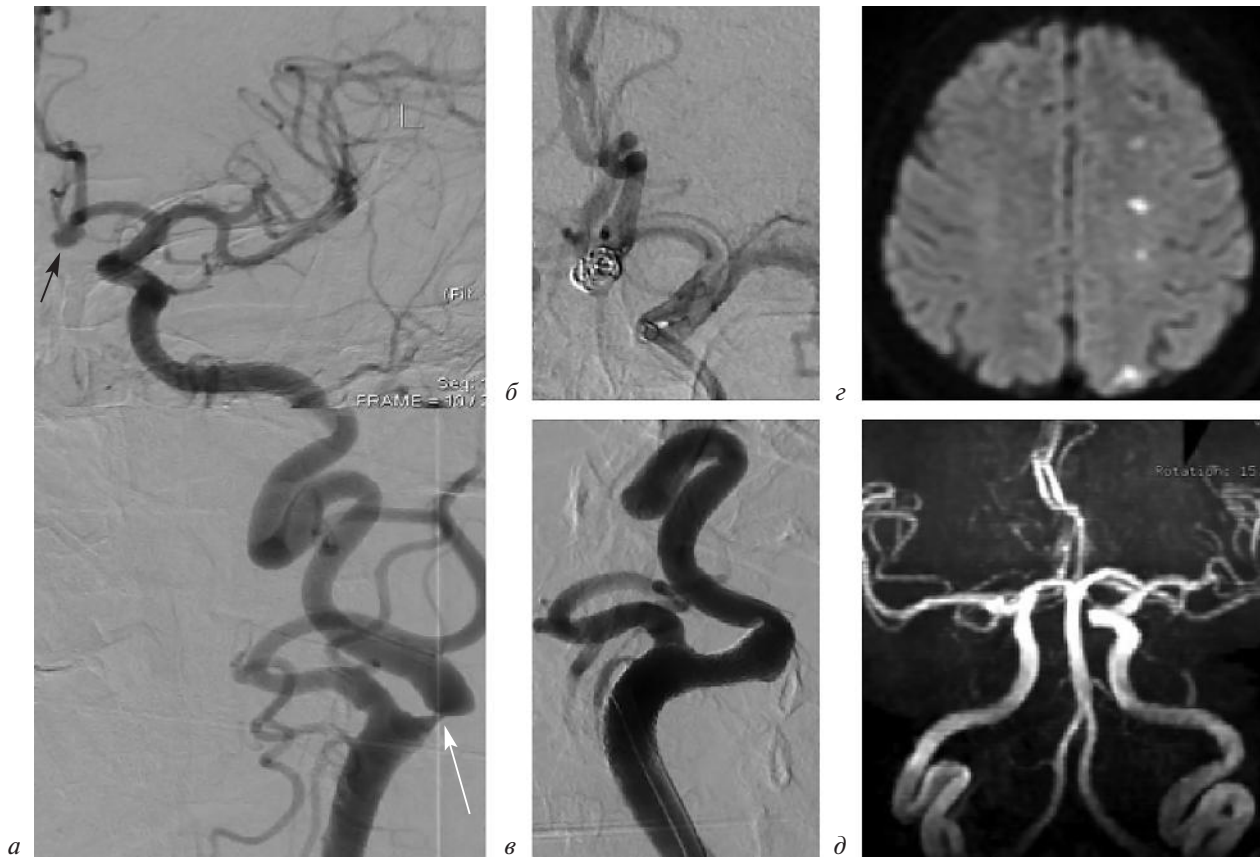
Ангиограммы и магнитно-резонансные томограммы (МРТ) 6-го пациента до и после выполнения стентирования ВСА и рентгенэндоваскулярной эмболизации аневризмы передней мозговой артерии слева:
